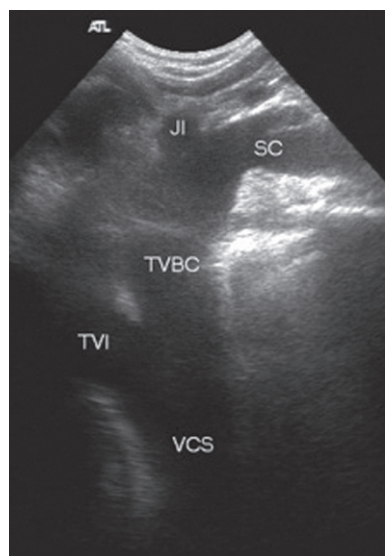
Aspect échographique normal du système veineux cave supérieur droit.
